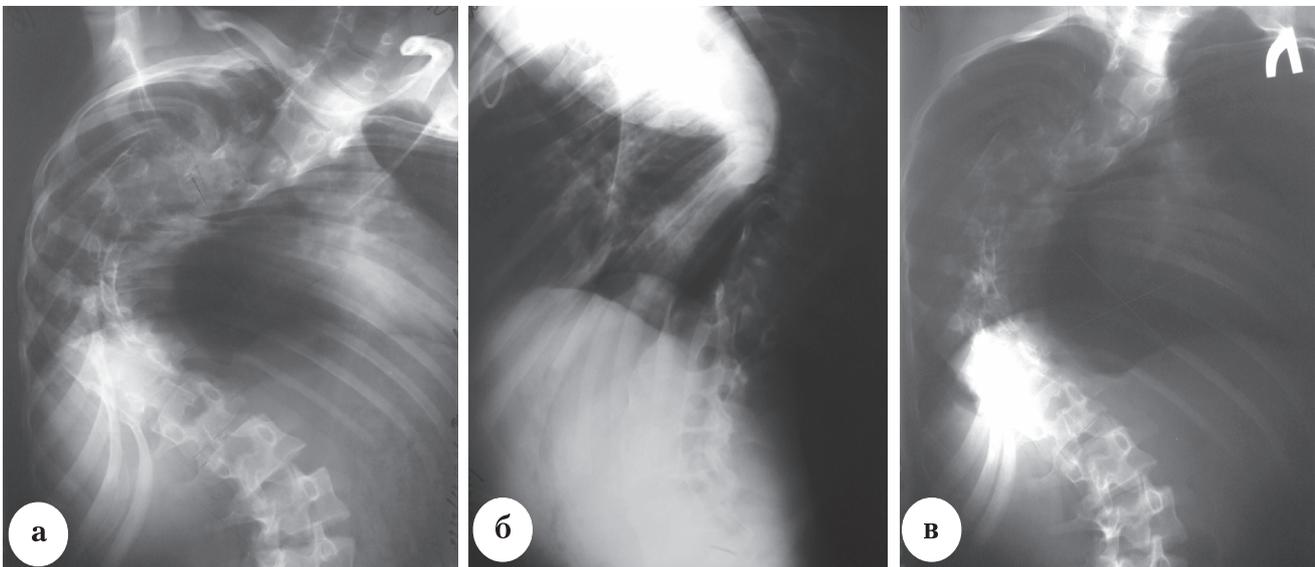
Рентгенограммы пациента Р., 21 г., с тяжелой ригидной сколиотической деформацией позвоночника: а, б – до операции; в – после проведения 1-го этапа хирургического лечения
